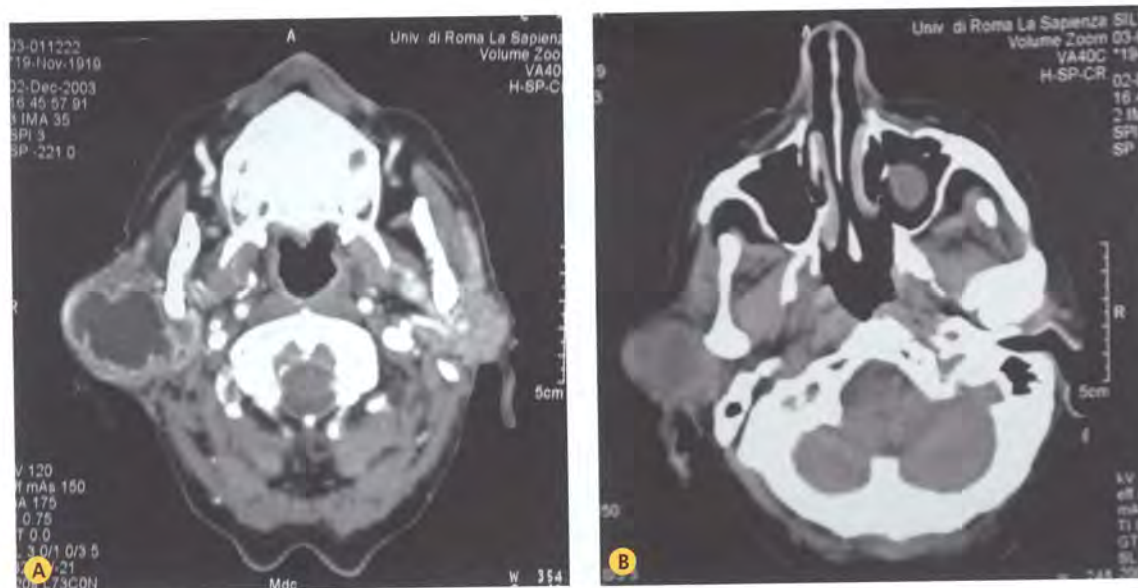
A-B TC del massiccio facciale in proiezione assiale che documenta la presenza di una voluminosa neof ormazione in regione parotidea destra con aree necrotico-colliquative. La massa si estende in avanti in regione masseterina, coinvolgendo le strutture articolari e il ramo mandibolare omolaterale.
